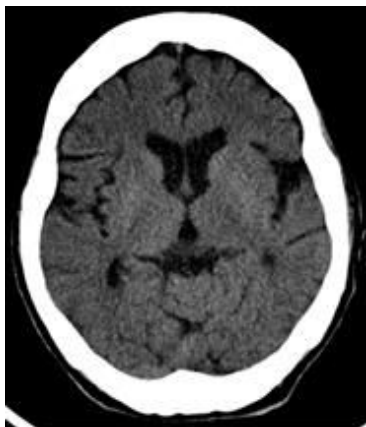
Brain computed tomography (X.11.25.).
